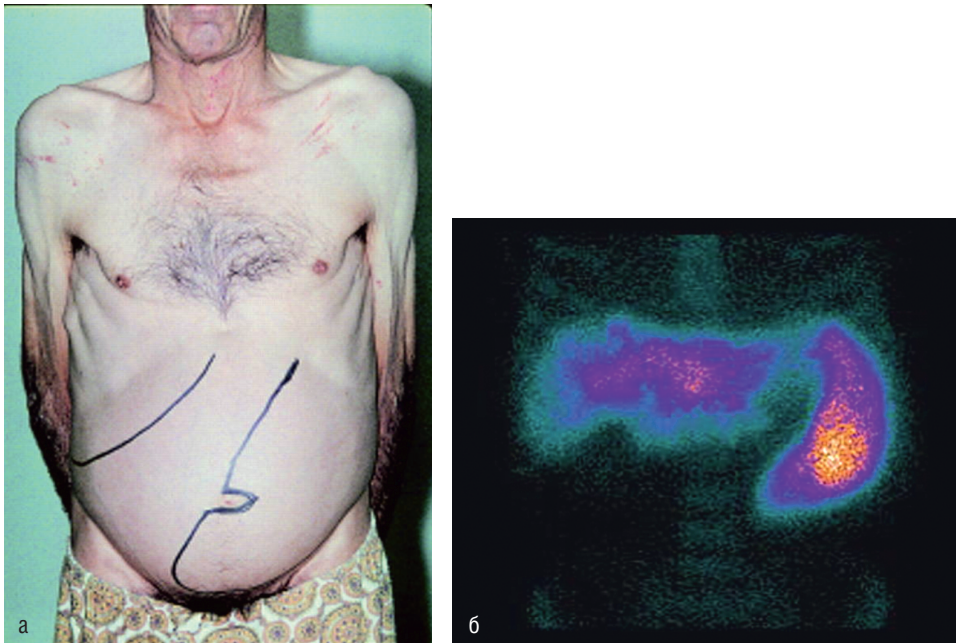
Спленомегалия: а — в левой половине живота очерчены контуры пальпируемой селезенки; б — увеличение размеров печени и селезенки при гепатоспленосцинтиграфии
